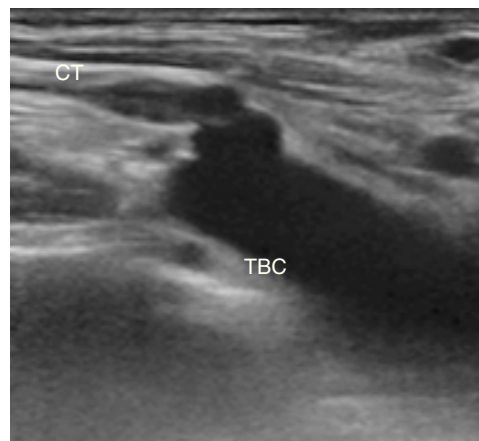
Visualización del conducto torácico mediante eco-Doppler.
